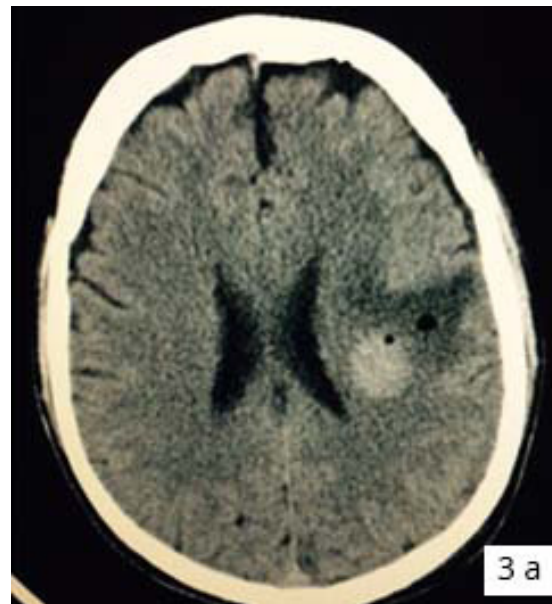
TAC de cráneo realizada en el posoperatorio inmediato donde se observa; drenaje completo de hematoma y cambios postquirúrgicos de la lesión tumoral en brazo posterior de la cápsula interna.
